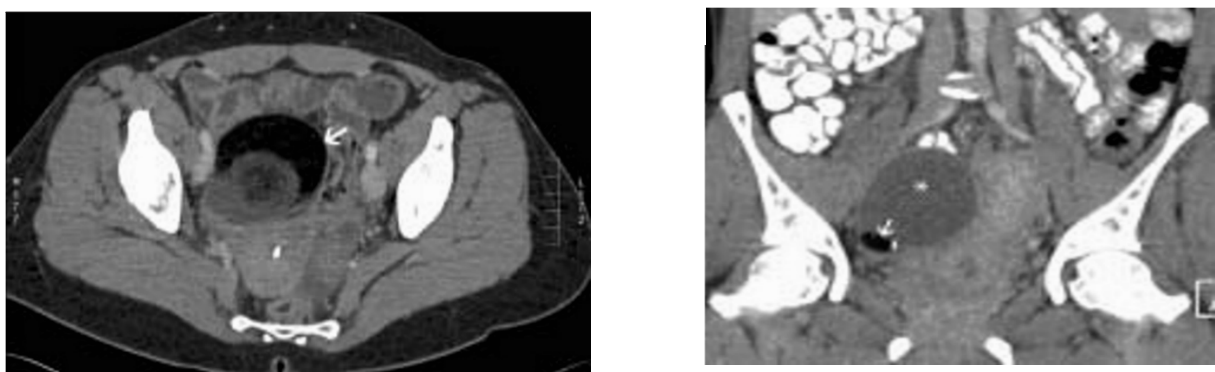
Tératome mature ovarien droit. A Coupe échographique : les nombreux échos punctiformes hyperéchogènes endokystiques correspondent à des cheveux vus en coupe. B : TDM axiale Le scanner retrouve un niveau liquide et confirme la présence de cheveux visible à l'interface (→)(35).
